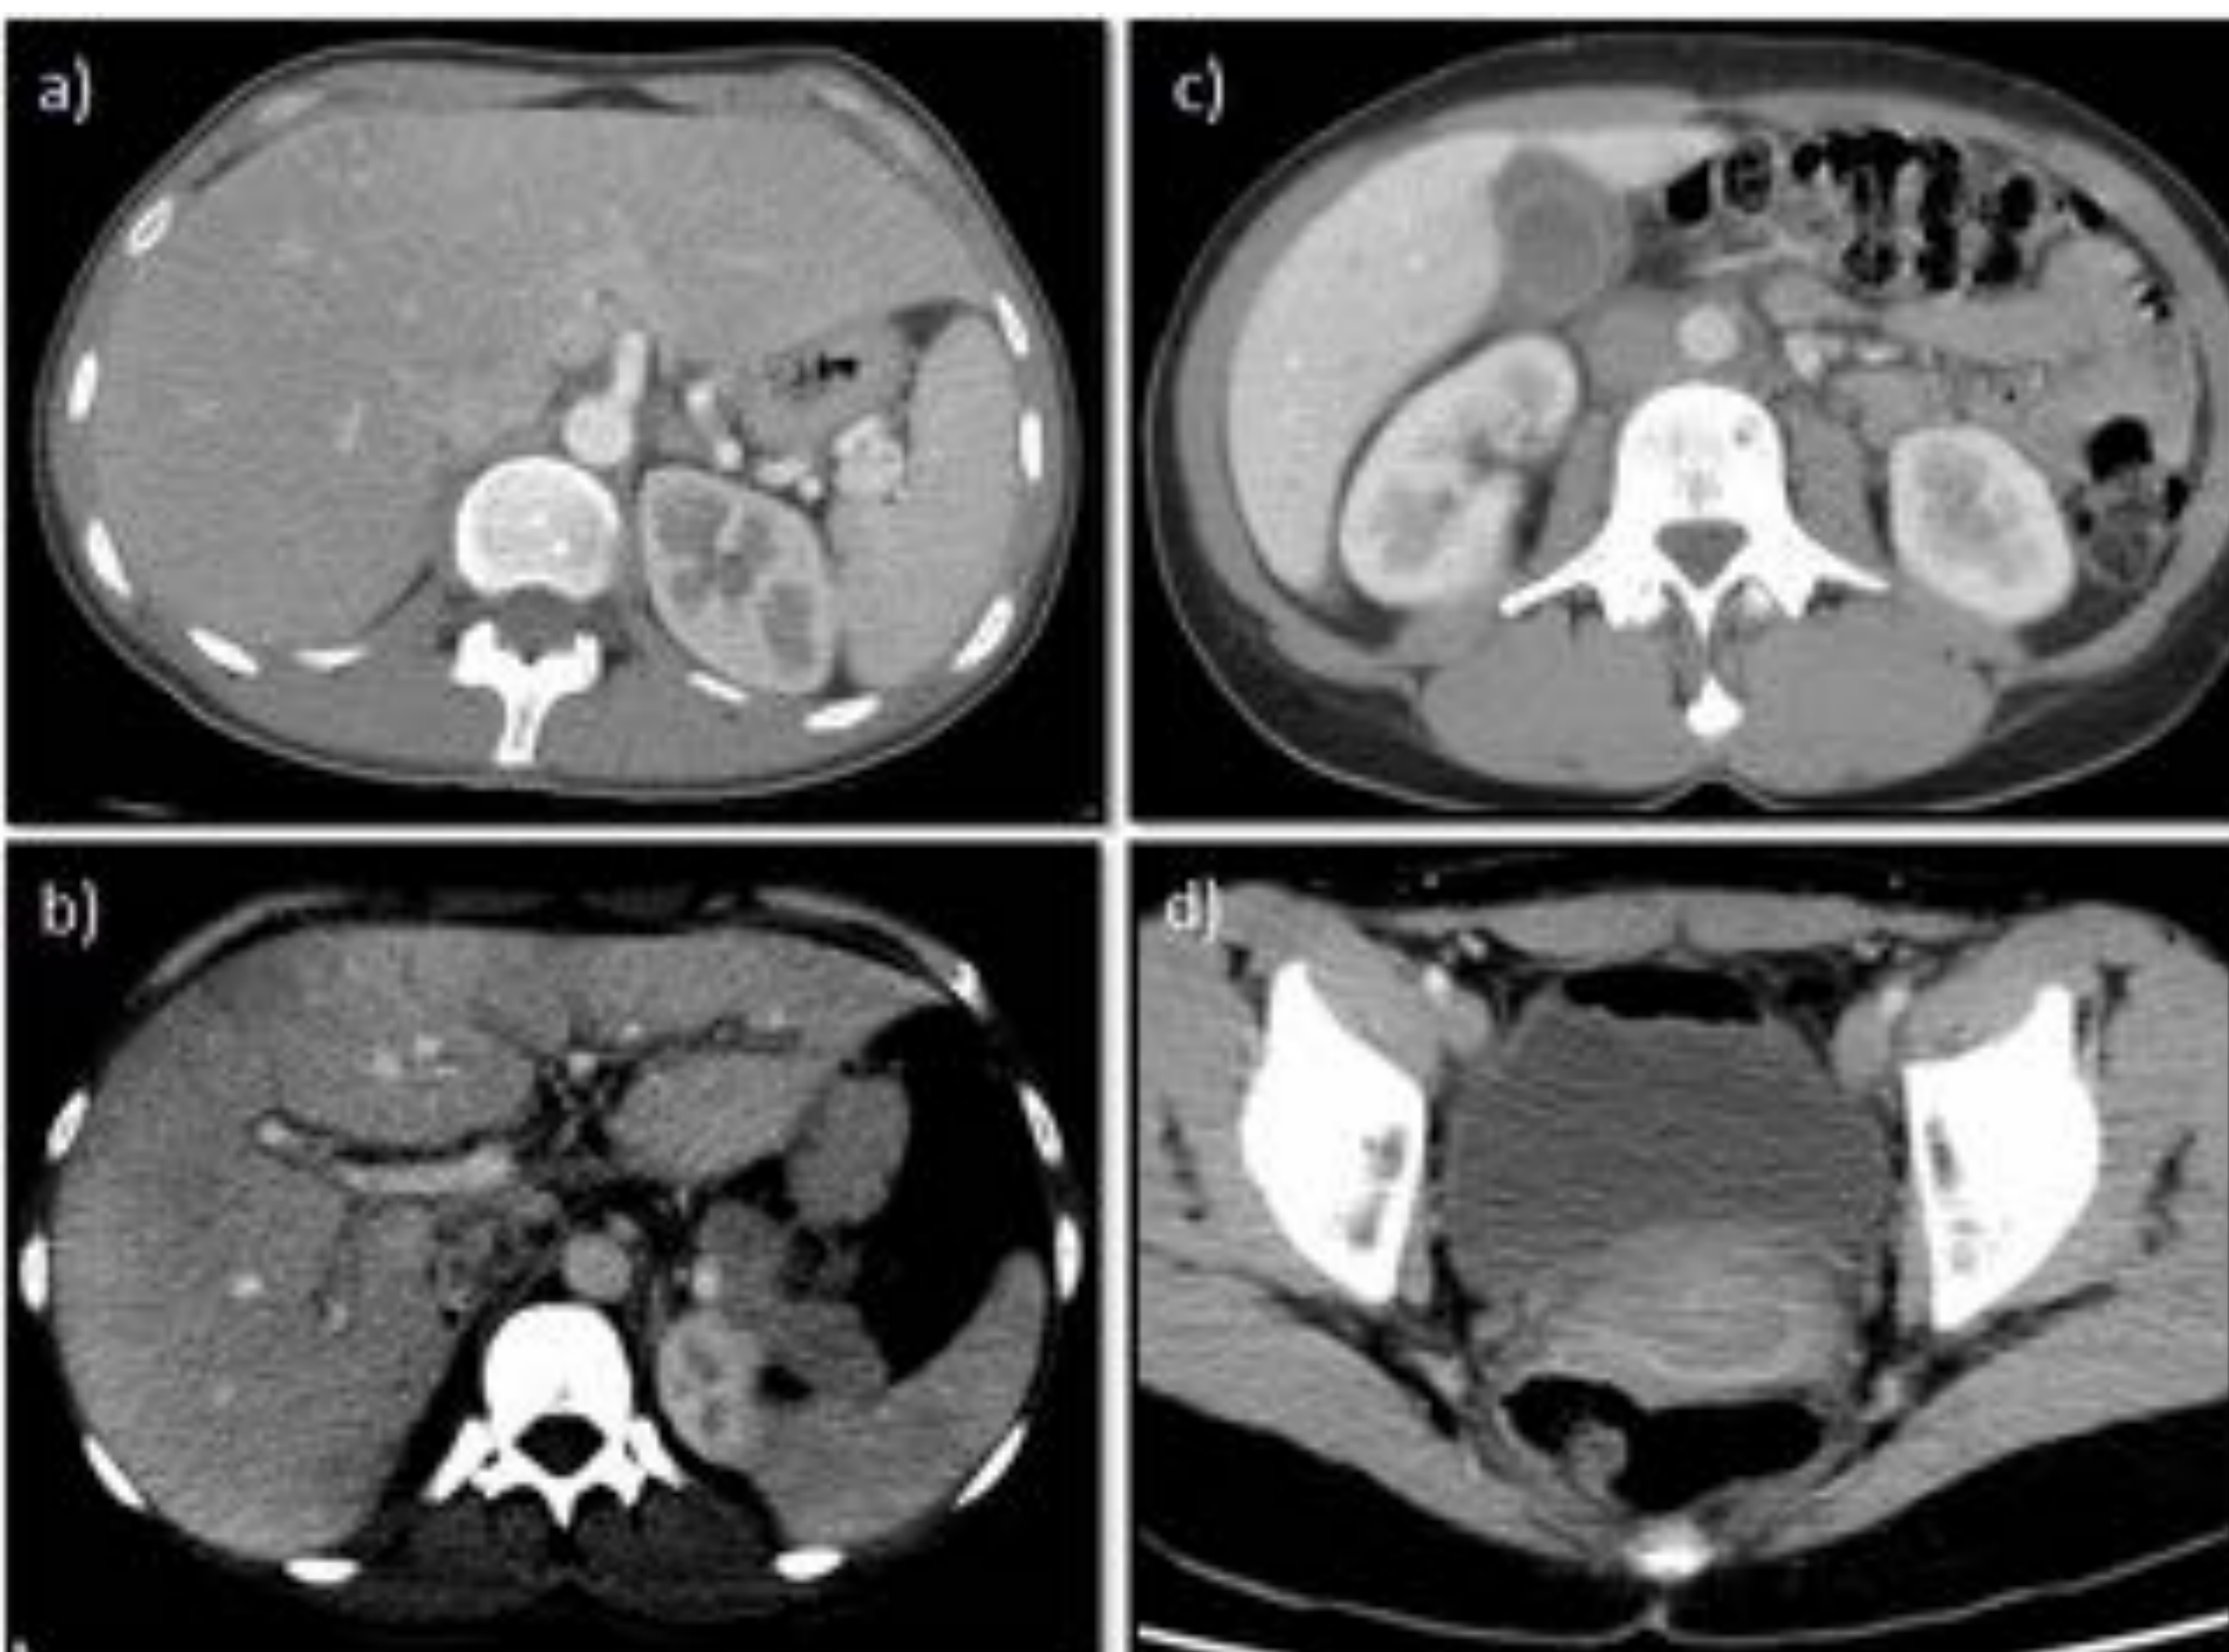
Síndrome de Fitz-Hugh-Curtis. Cortes axiales de TC abdomino-pélvico con contraste intravenoso: a) y c) fase arterial; b) y d) fase portal. a) Se aprecia hepatomegalia y realce de la cápsula hepática. b) Se observan áreas difusas de menor captación de contraste, de predominio periférico. c) Edema vesicular. d) Realce uterino heterogéneo, sugestivo de endometritis. El conjunto de hallazgos es indicativo de síndrome de Fitz-Hugh-Curtis.
